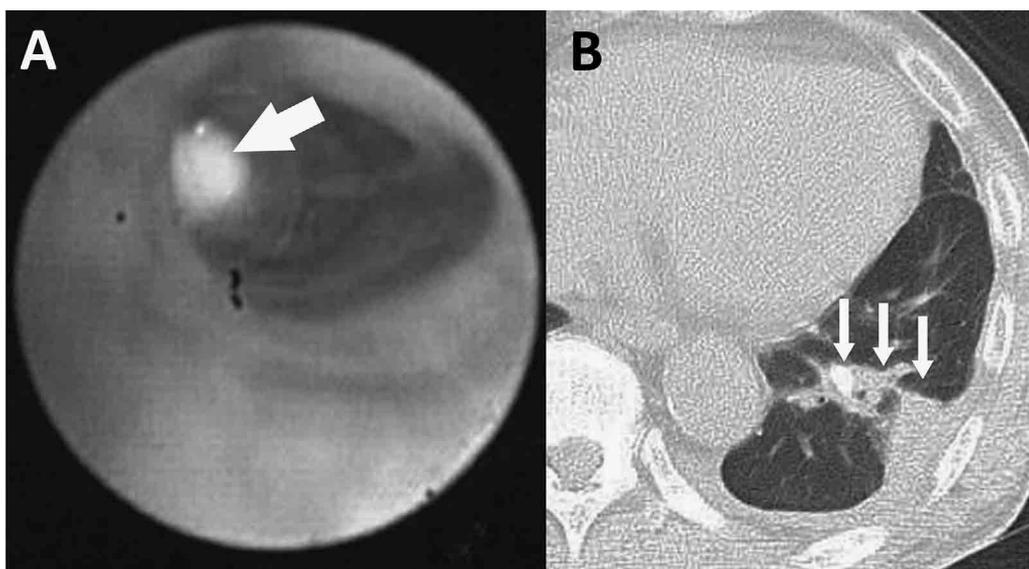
A：経皮的に挿入した気管支鏡で観察した瘻孔。矢印の部分に経気管支的に挿入されたEWSの先端が見える。B：処置後の胸部CT画像。挿入されたEWS（矢頭）と瘻孔の一部（矢印）。
